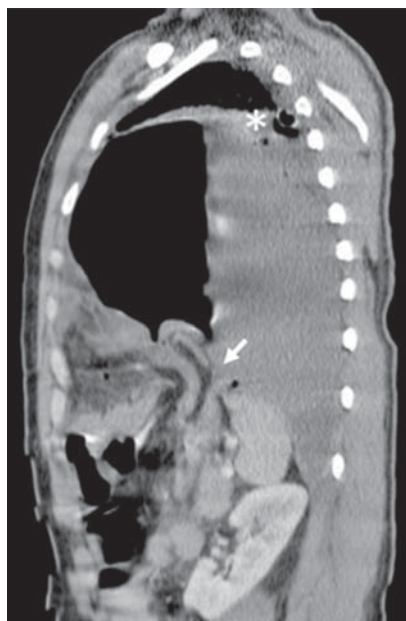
Corte sagital de TC en fase contrastada a nivel de la línea medio-clavicular izquierda donde se observa defecto herniario de músculo diafragmático izquierdo (flecha) con protrusión de estómago y grasa mesentérica hacia cavidad torácica condicionando atelectasia parcial de pulmón ipsilateral (*).
